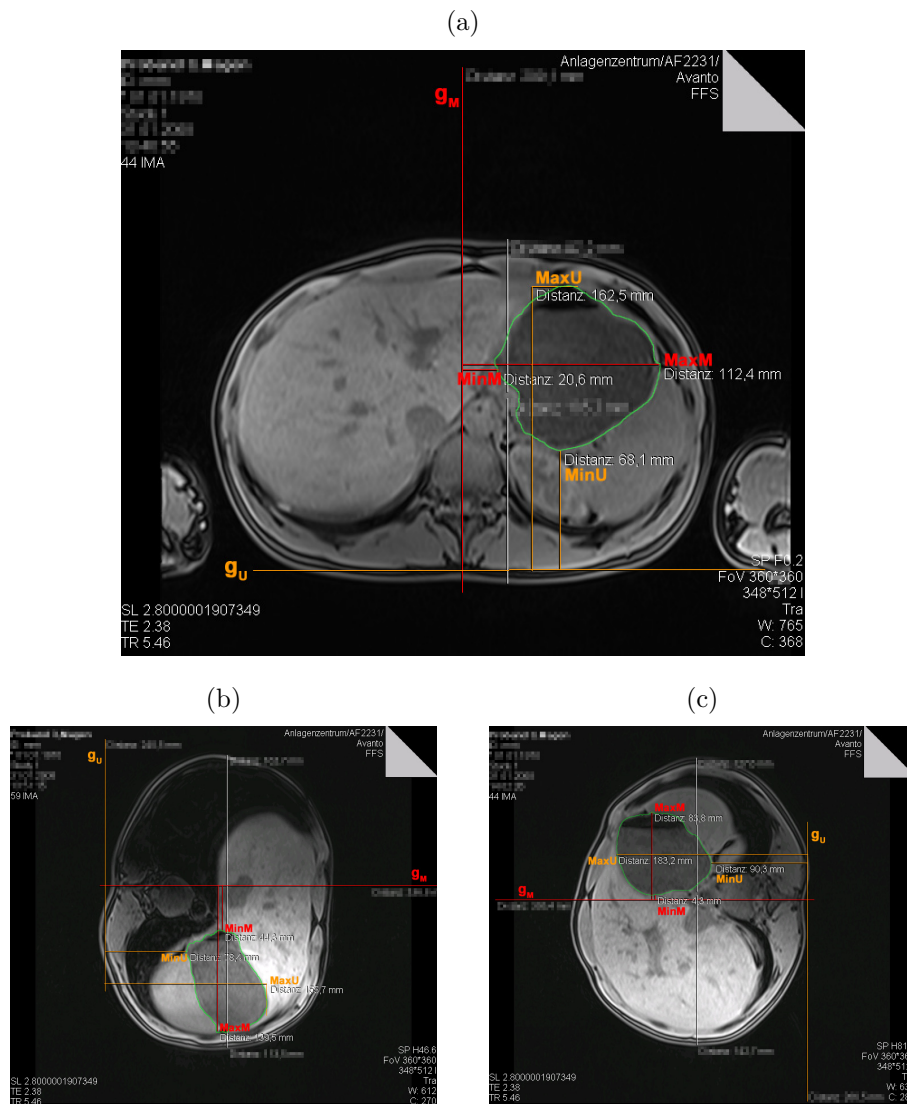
MRT-Studie: Schichtbilder mit Vermessung des Magens in drei Positionen (a) Rückenlage, (b) Linkslage, (c) Rechtslage
